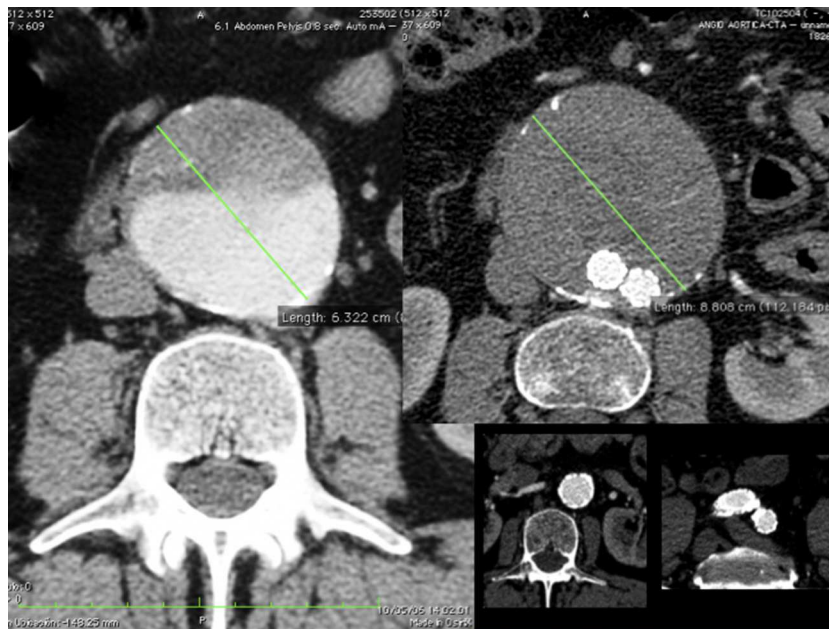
Endofuga proveniente de arterias lumbares con crecimiento del saco aneurismático. La tomografía además evidencia ausencia de endofuga tipo I proximal y distal.
